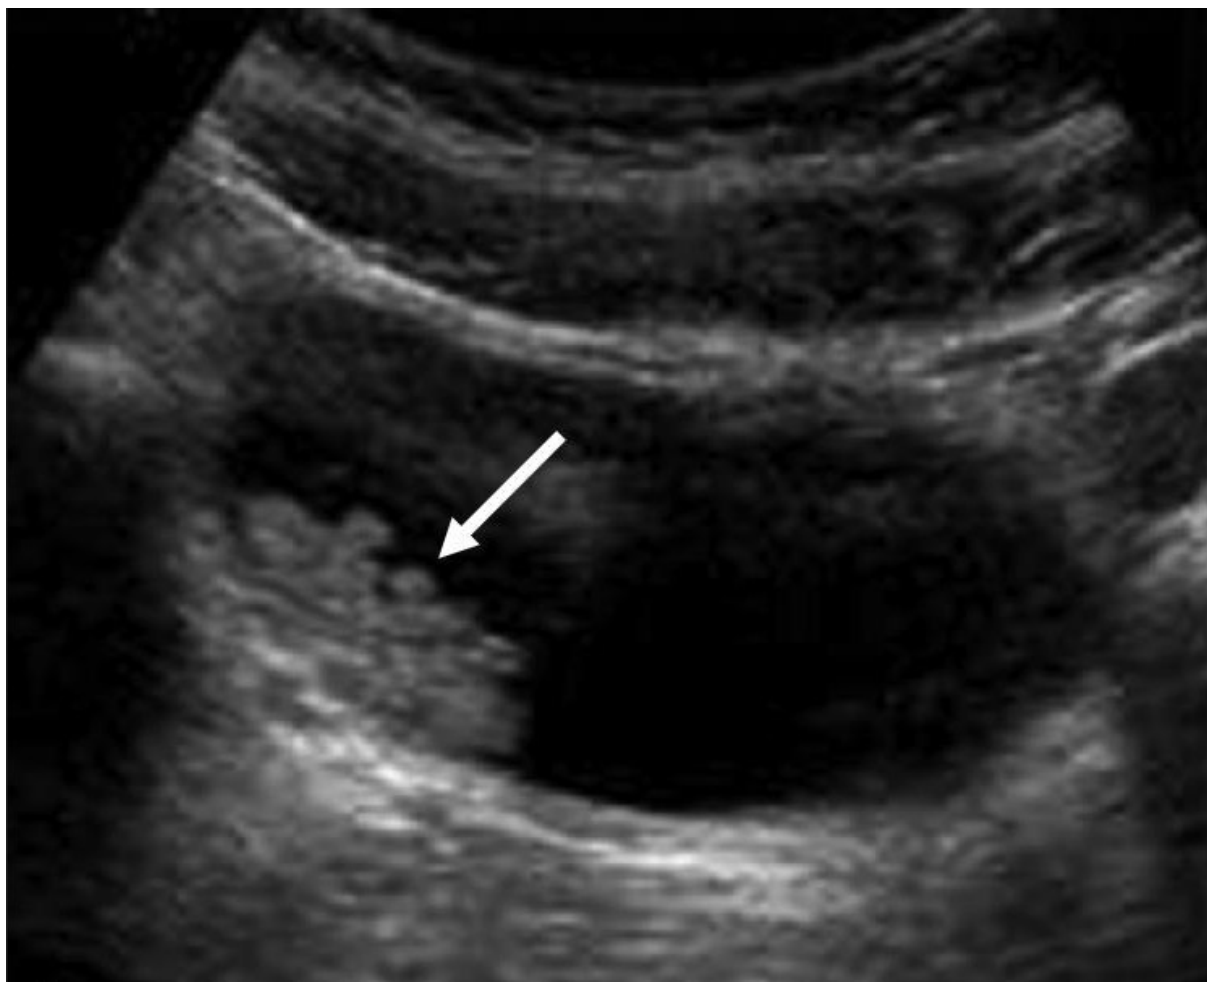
Image échographique montrant une tumeur vésicale unique .
